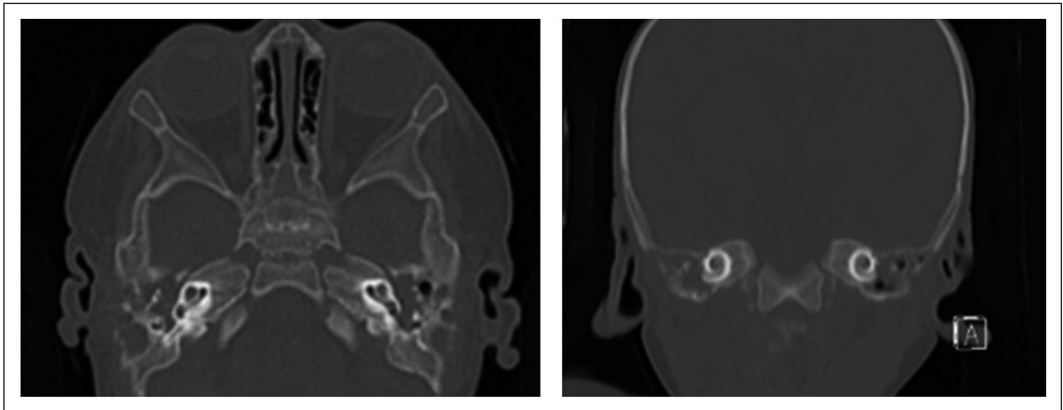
Tomografía axial computarizada, cortes axial (A) y coronal (B), en ventana ósea. Destaca destrucción de cadena osicular bilateral y dehiscencia de cortical mastoidea bilateral, con ocupación por tejido hipodenso de cavidad otomastoidea bilateral.
